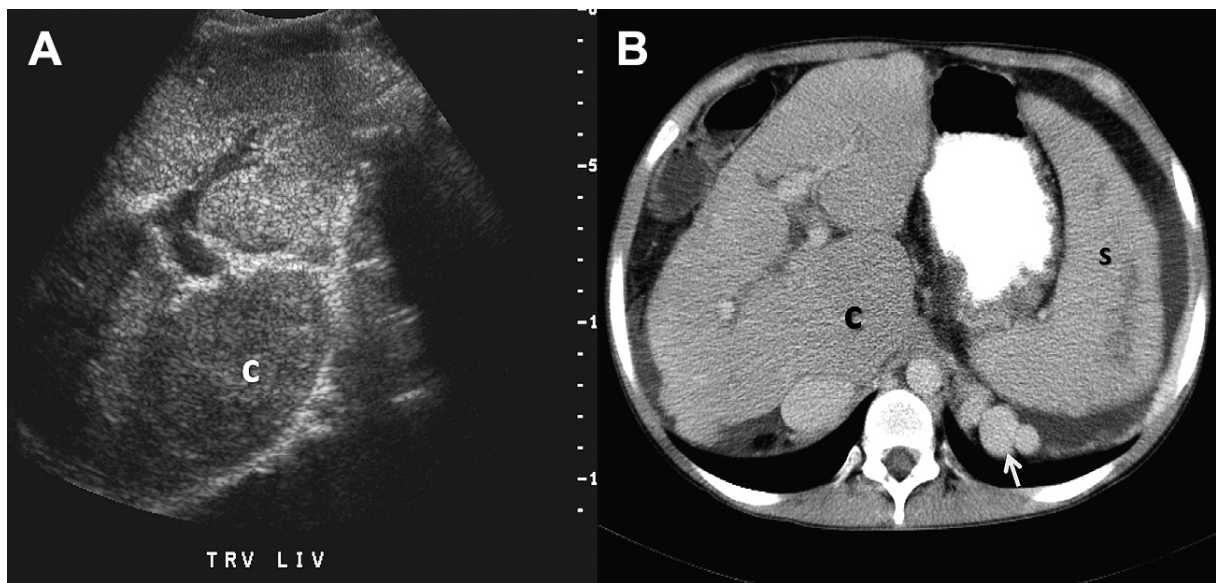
Hypertension portale sur cirrhose et élargissement du lobe caudé. (A) Échographie standard (transverse) et (B) contraste correspondant d'une tomodensitométrie (axiale) chez le même patient montrent la taille du foie anormal, la forme et le contour, avec un élargissement du lobe caudé (c). Notez l'élargissement de la rate (s) et la présence de collatérales veineuses rétropéritonéales (flèche) ^[79].
